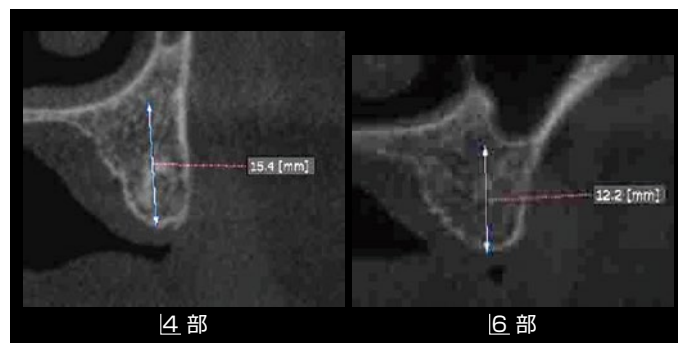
術前のCT像。骨質については、下顎部もポーラスであるが、上顎部はさらにポーラスに見える。
